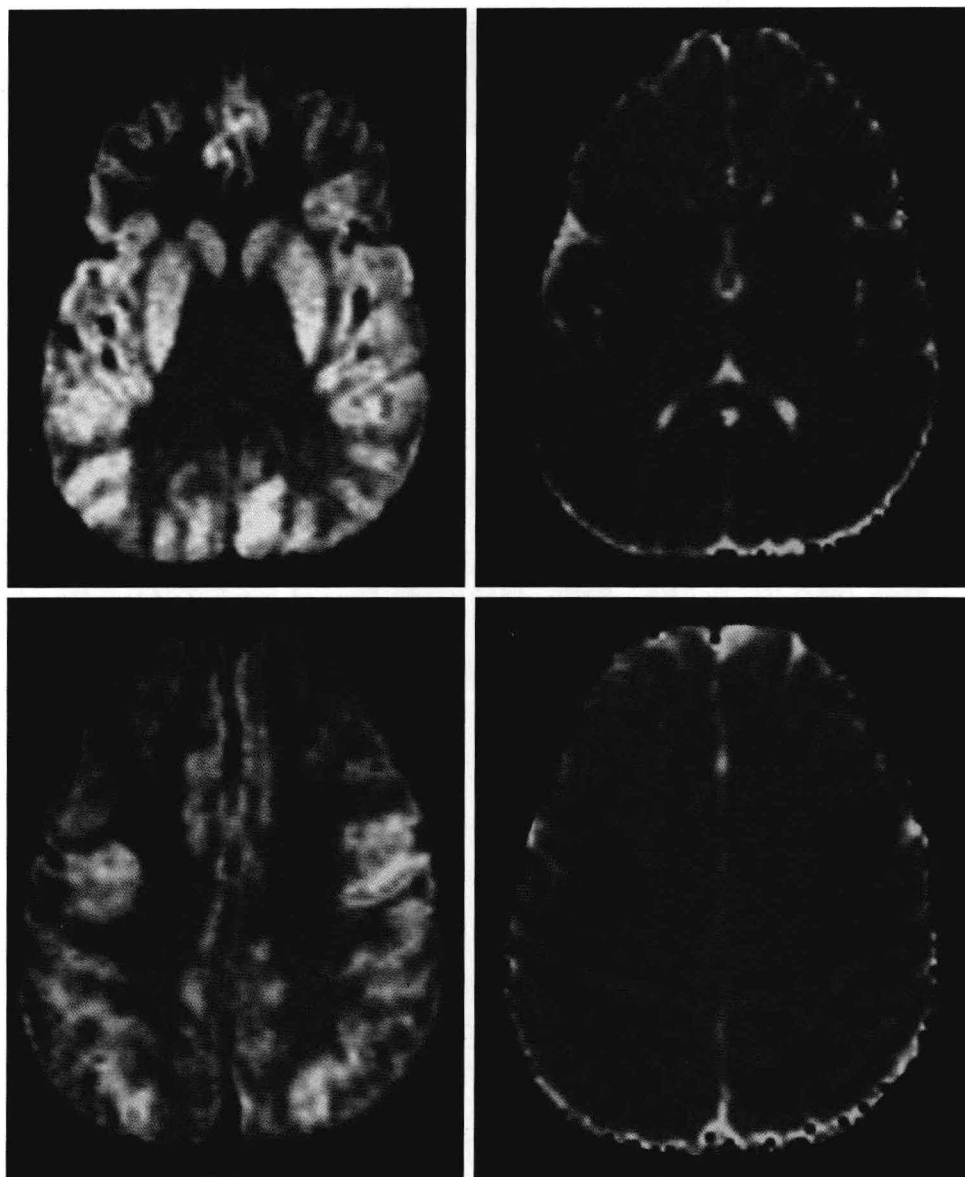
一位 51 岁女性患者脑部 DWI 序列（左）和相应的 ADC 图（右），该患者存在长时间心脏骤停，这些影像是在复苏后 16 小时拍摄的。注意豆状核区和遍布双侧大脑半球皮质的弥散受限现象。这名患者持续呈昏迷状态，并在撤去生命支持治疗后 3 天死亡。
